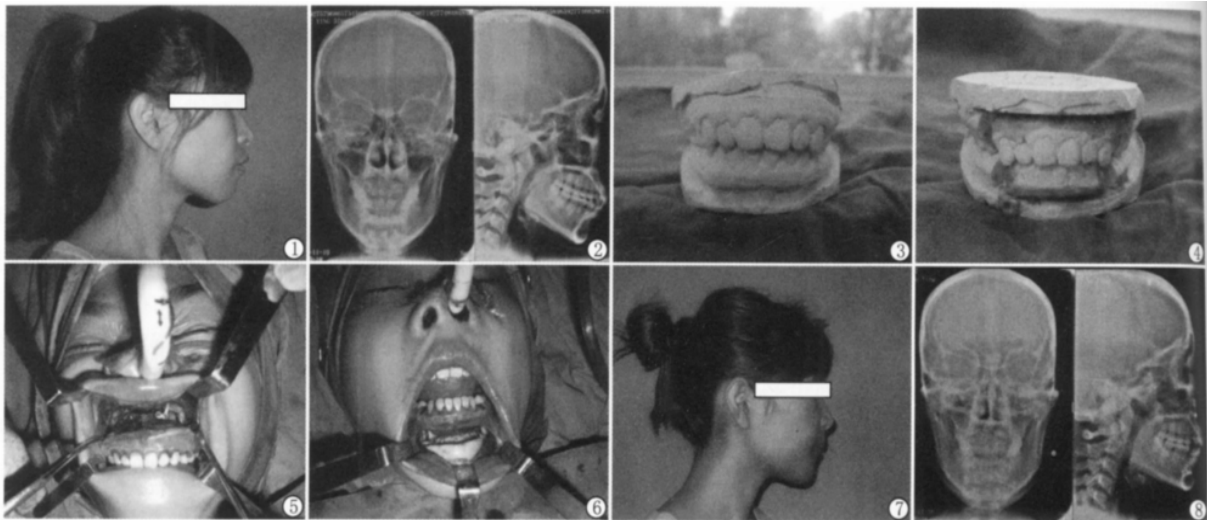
术前右侧位 图2 术前正侧位X线片 图3 术前石膏模型 图4 术前设计截骨线石膏模型 图5 术中上颌骨处理
